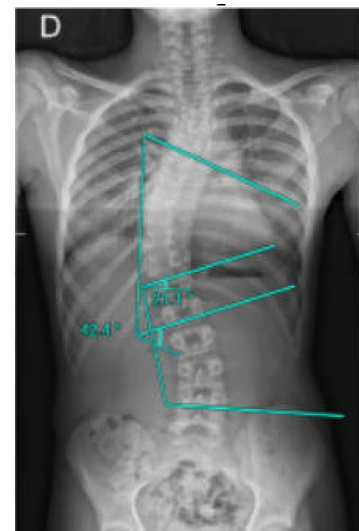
radiographie du Cas B avec les mesures des angles de Cobb
